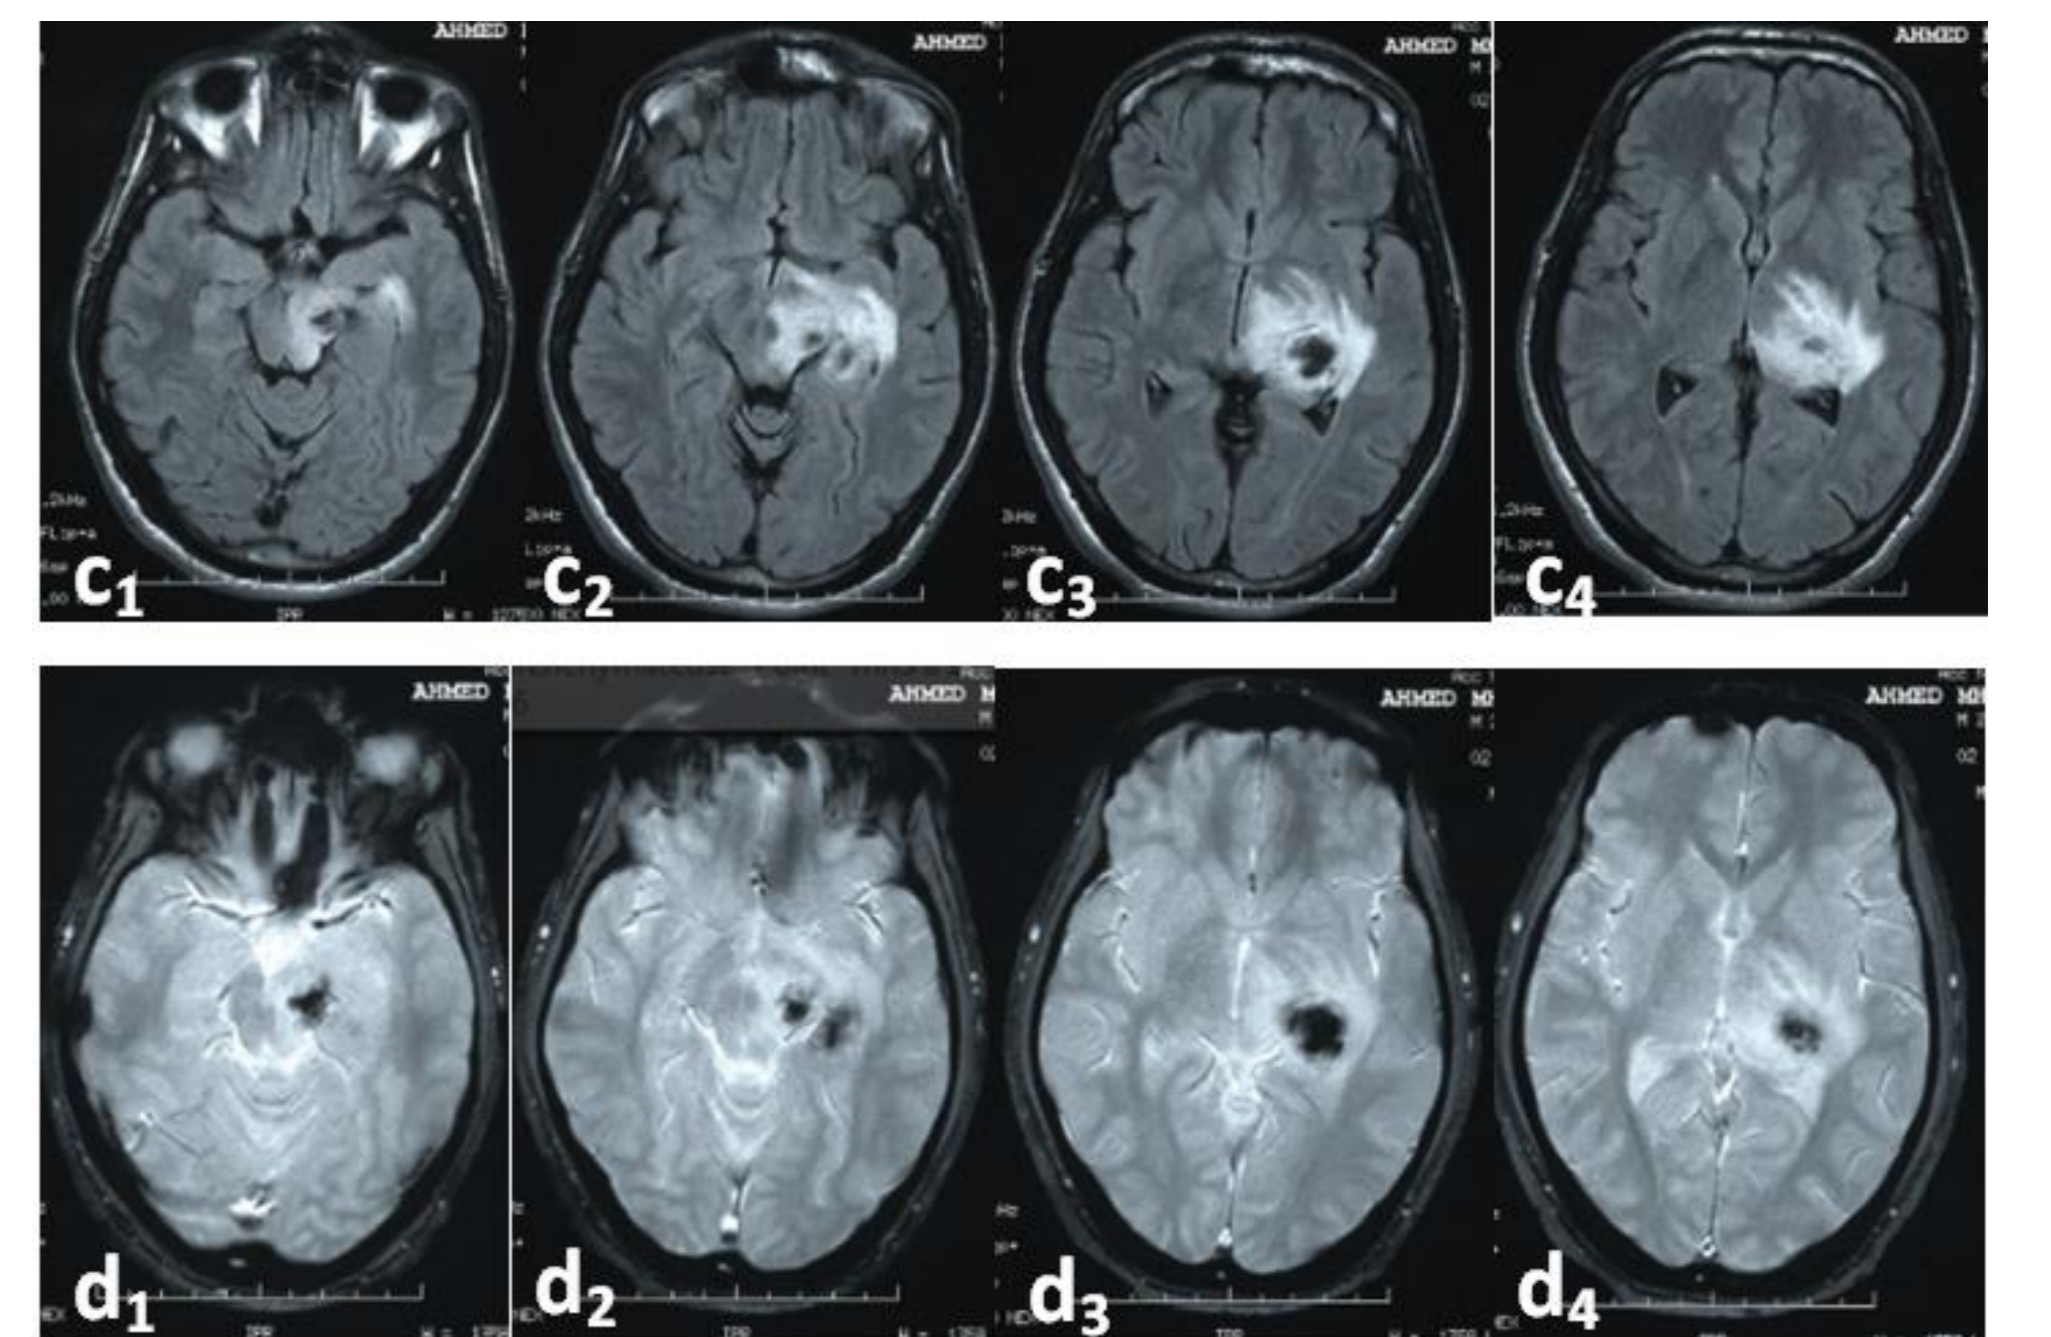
RM cérébrale coupe axiale T1 (a), t1 injectée (b), T2 Flair (c) et T2\* (d) objectivant une lésion en plage mal circonscrite unilatérale gauche intéressant le thalamus, la capsule interne, étendue au pédoncule cérébral et à la protubérance. Elle est en hypersignal T2 Flair, siège de l'hémorragie en hyposignal T2\*, hypersignal T1 avec prise de contraste gyriforme et un effet de masse sur la corne occipitale du ventricule latéral gauche.
